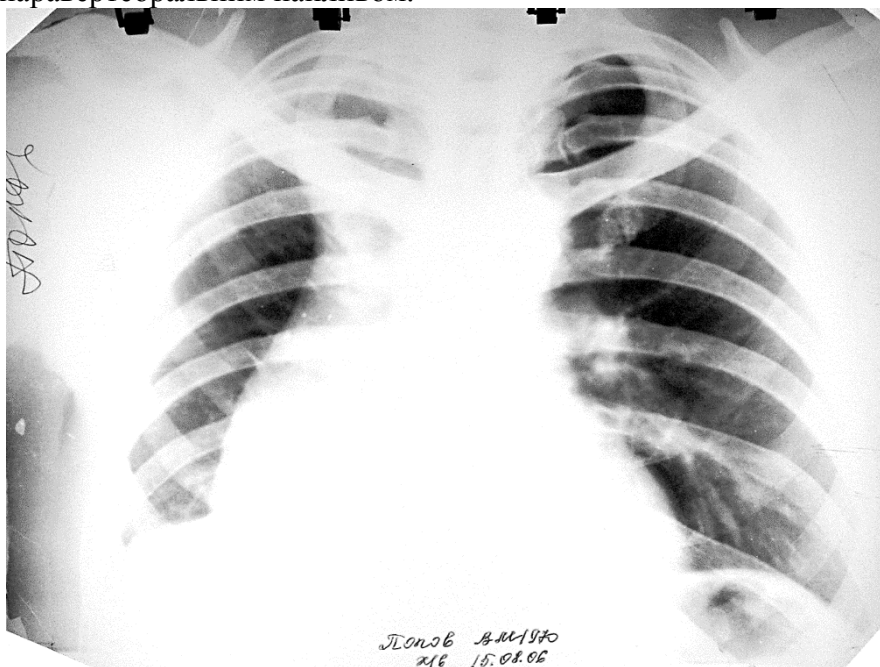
Оглядова рентгенограма. Шостий тип рентгеноморфологічного синдрому плеврального
